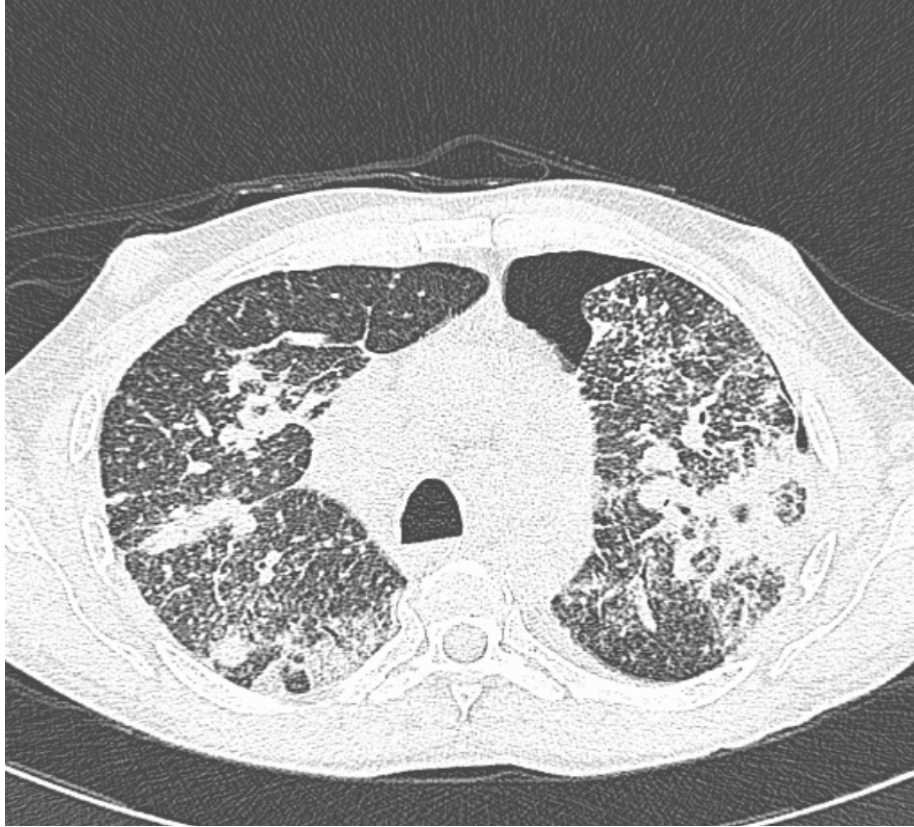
TAC torácica de alta resolução (31/07/2007) realizada durante o 4º internamento
